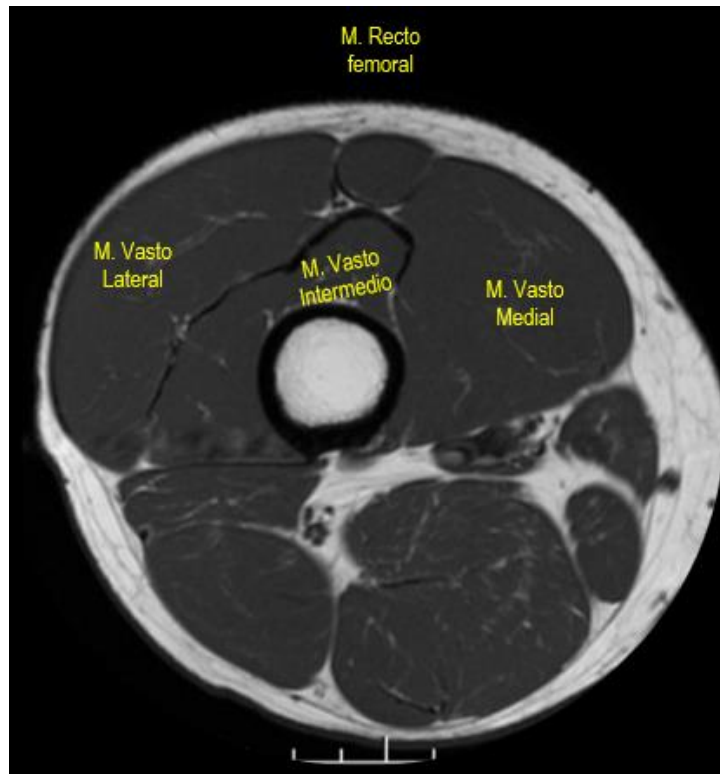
Corte axial de RM del muslo. Se representan los vientres musculares del cuádriceps femoral (recto femoral, vasto medial, lateral e intermedio o crural).
